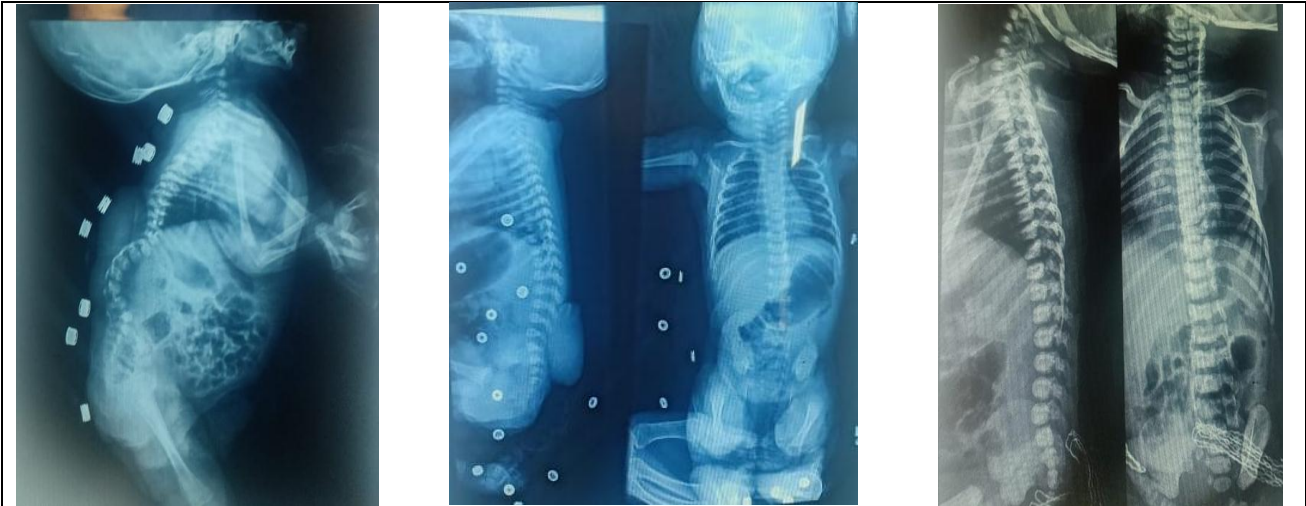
des images de radiographie standard de rachis complet face et profil réalisée chez tous nos patients et qui montrent des anomalies osseuses fréquemment associées au SB.
